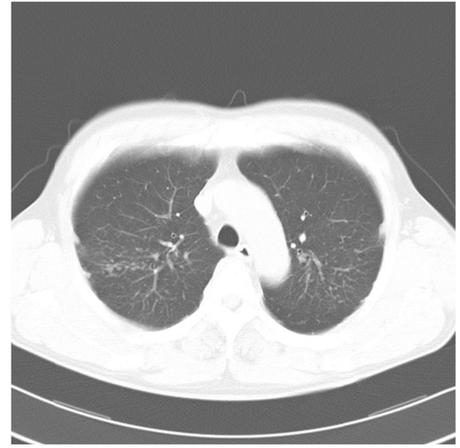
図 9 症例の CT 画像（大動脈弓部）
